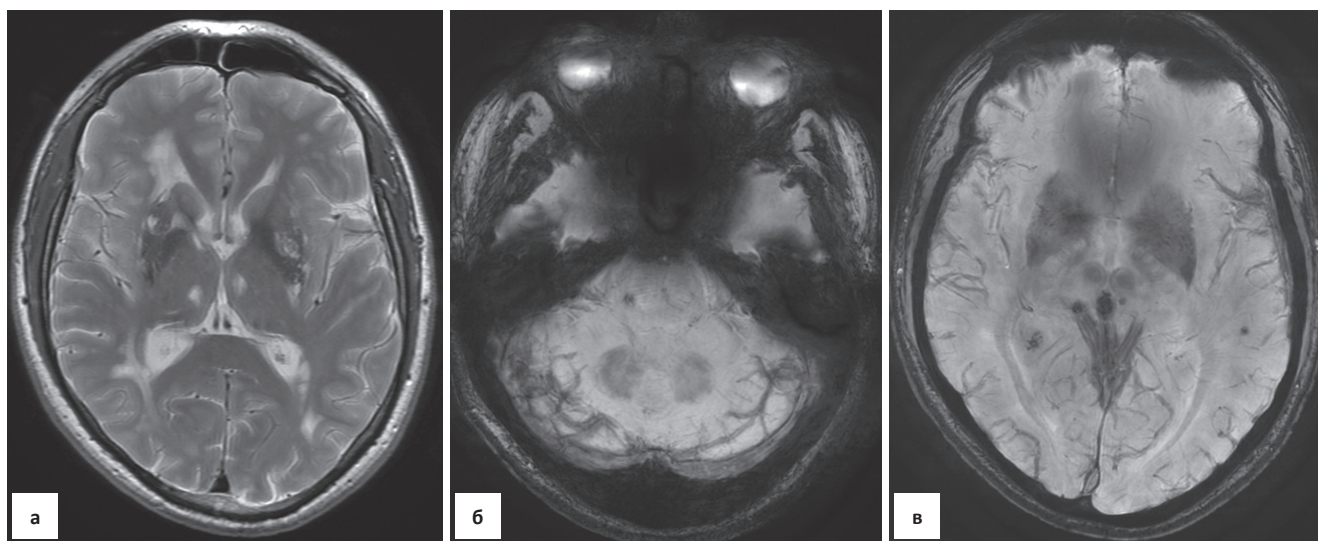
ЦАДАСИЛ. МРТ в режимах T_2 (а) и SWAN (б, в). На фоне очагов гиперинтенсивного МР-сигнала в режиме T_2 от подкорковых узлов и перивентрикулярного белого вещества в режиме SWAN определяются множественные очаги геморагии в проекции ствола, подкорковых образований и левой височной доли
